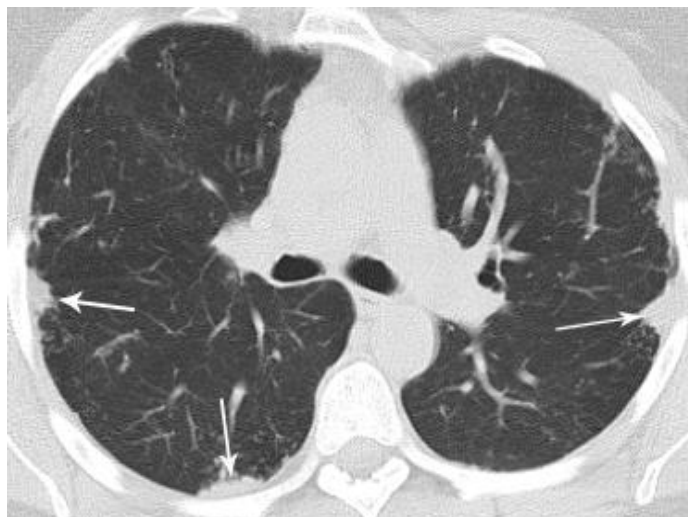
КТ хворої В., 41 року: саркоїдоз II стадії – субплевральна локалізація ділянок ураження паренхіми
